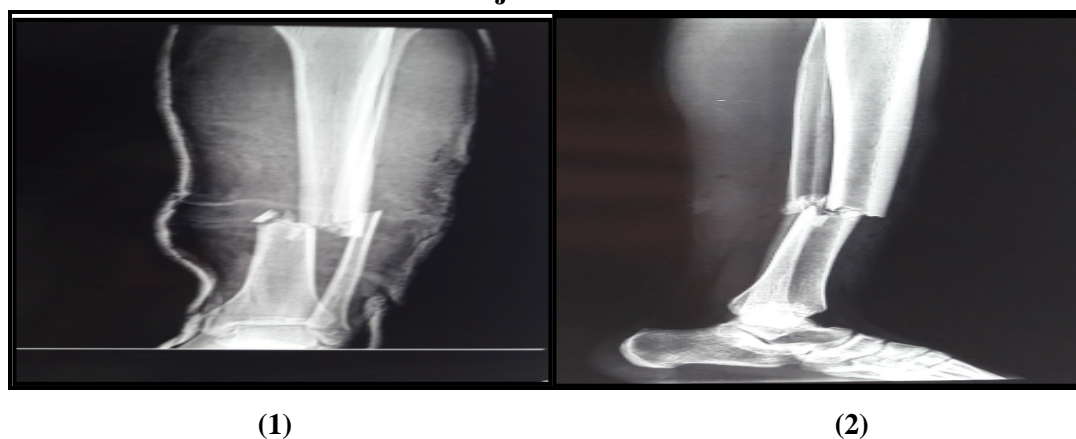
(1) Radiographie de la jambe gauche de face ; (2) radiographie de profil : Fractures transversales du tiers inférieur des deux os de la jambe
